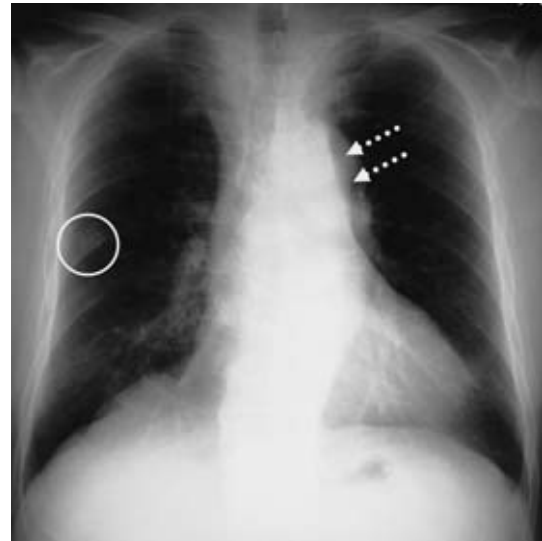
Chest X-ray film shows a nodule in the right middle lung field and left mediastinal tumor.
